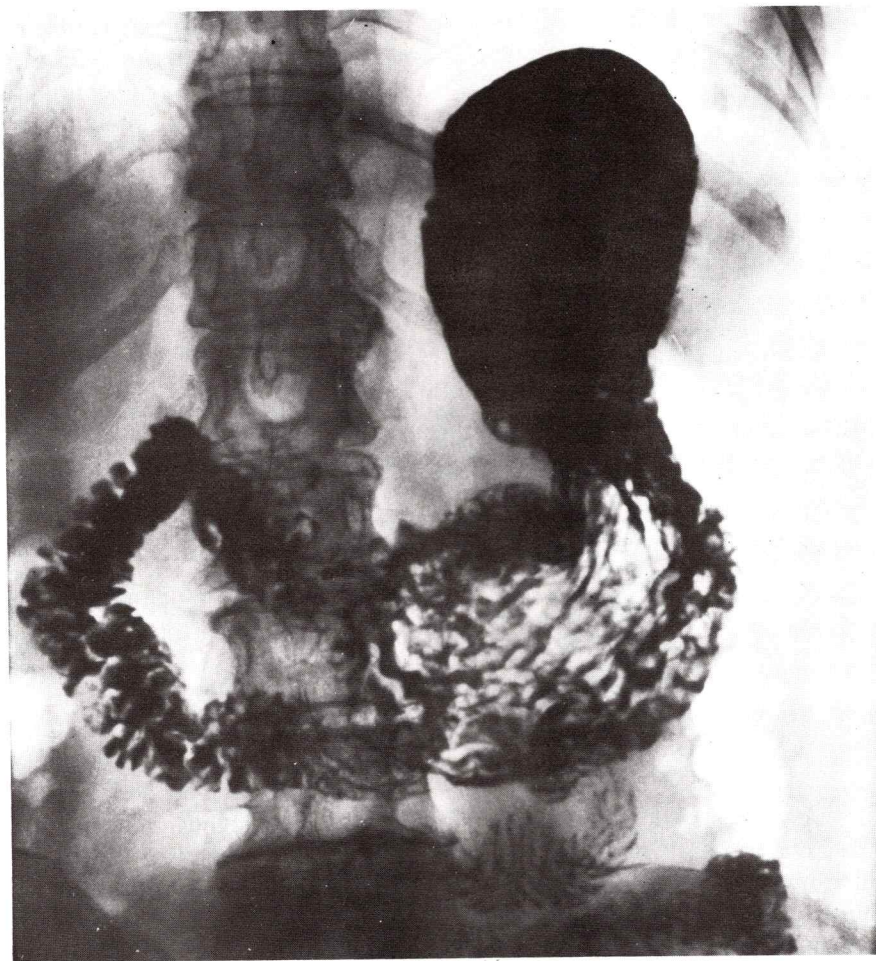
a. — Radiografía del estómago y su vaciamiento al duodeno. Nótese el acortamiento de la bolsa gástrica, el ascenso del antro y la abertura del píloro.
